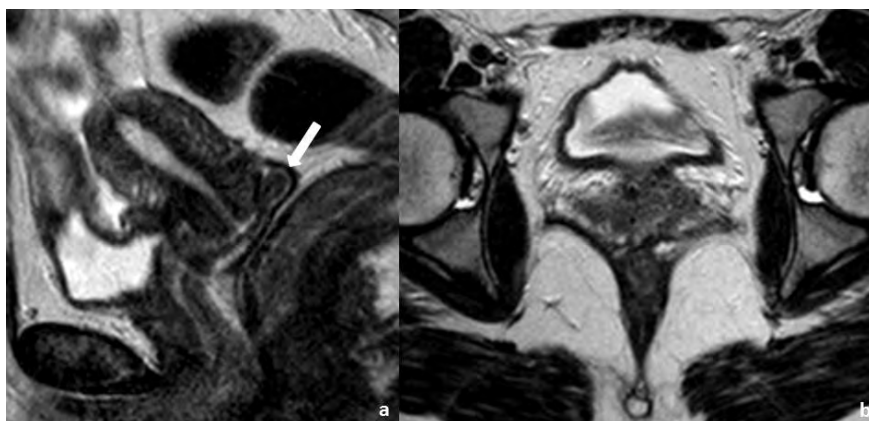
Mulher de 28 anos, com carcinoma do colo do útero estágio IA2, submetida a traquelectomia radical e linfadenectomia pélvica. A RM de reavaliação realizada 4 meses após a cirurgia não mostra sinais de recidiva na anastomose entre o corpo do útero e a vagina. Na sequência sagital ponderada em T2 (a) é visível que parede posterior da vagina envolve o orifício uterino, estendendo-se até à vertente posterior do mesmo, simulando um fornix vaginal posterior (seta). Tanto neste plano como em plano axial (b), o hipossinal típico das paredes da vagina encontra-se mantido, excluindo recidiva tumoral.
